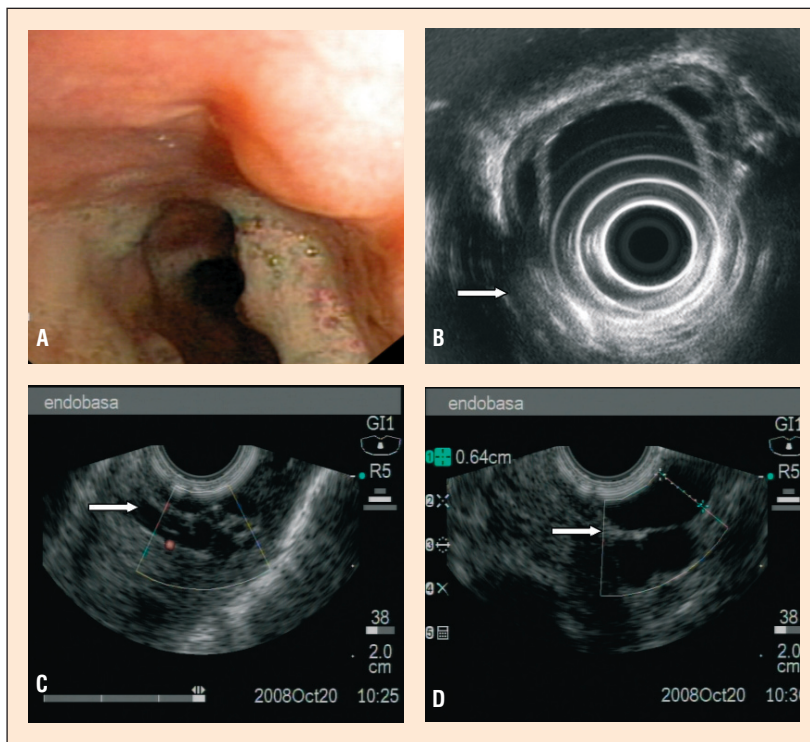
Obrazy ultrasonografii endoskopowej żylaków powierzchniowych żołądka (strzałki); A, B — obraz z głowicy radialnej; C, D — obraz z głowicy liniowej z przepływem widocznym w badaniu metodą Dopplera (czerwony kolor)
